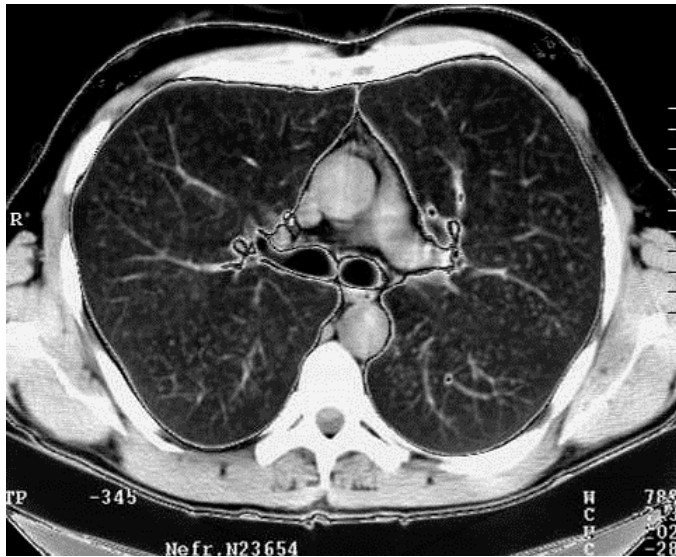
Компьютерная томография грудной клетки на уровне бифуркации трахеи. В обоих легких определяется мелкоочаговая диффузная диссеминация. Гематогенно-диссеминированный (милиарный) туберкулез легких
